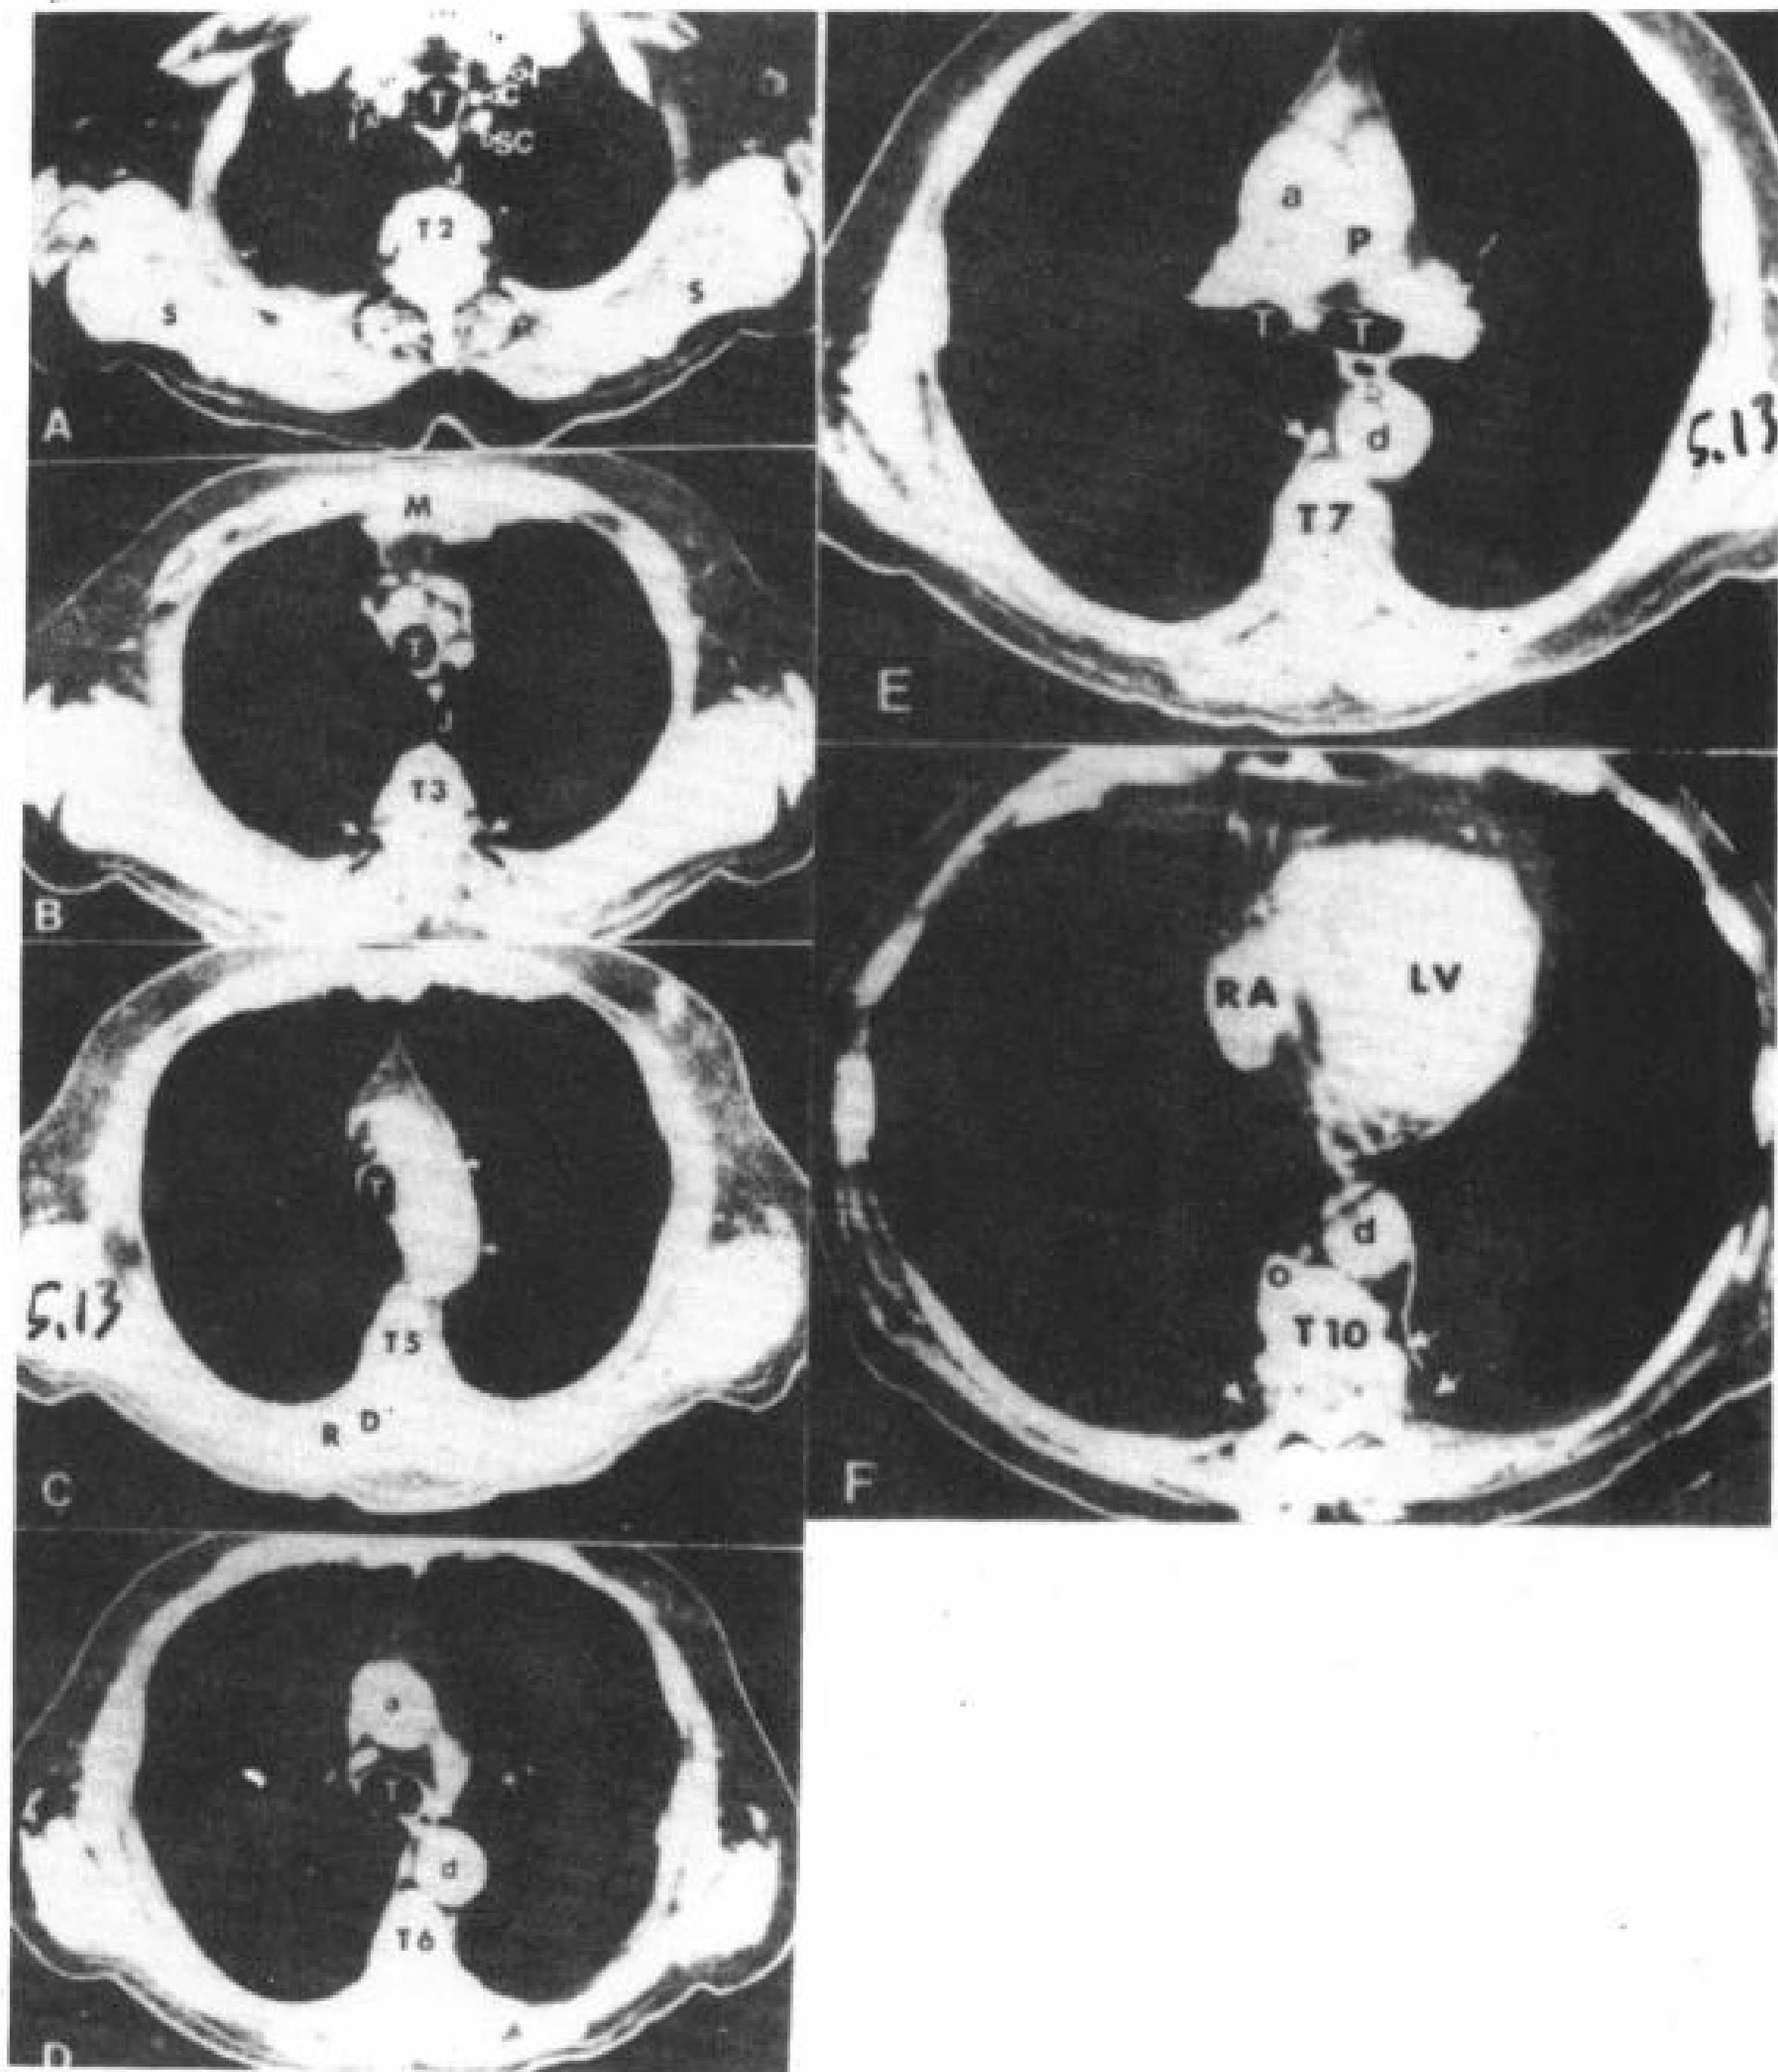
纵隔象, CT 横断, 层厚 5mm, 静脉内注射造影剂。
